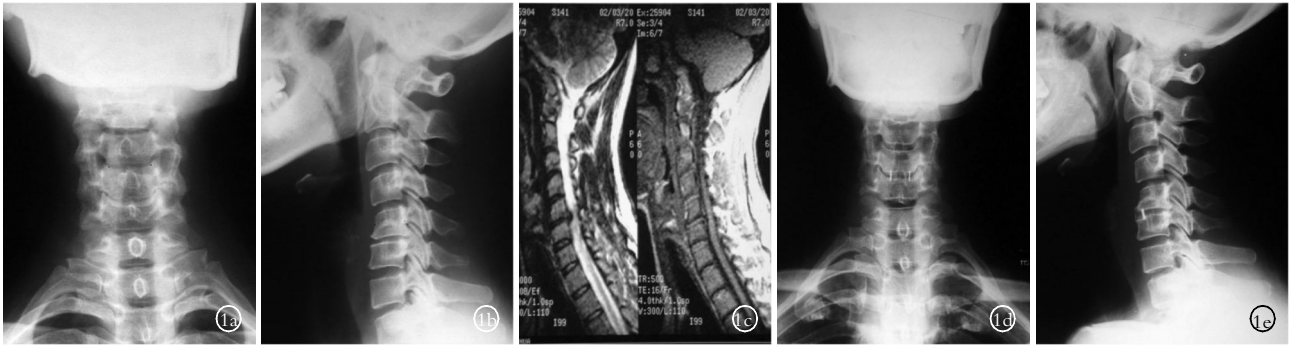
女,42 岁,脊髓型颈椎病 1a,1b.术前颈椎正侧位 X 线片显示 C<sub>5,6</sub> 椎间隙变窄 1c.术前颈椎 MRI 显示 C<sub>5,6</sub> 椎间盘突出,相应脊髓受压 1d,1e.术后颈椎正侧位 X 线片显示 C<sub>5,6</sub> 椎间隙较术前增高
